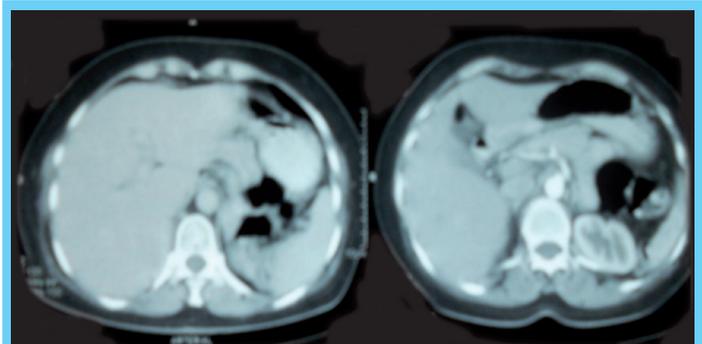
Tomografía de Abdomen: fase arterial
